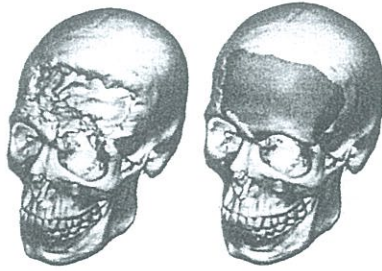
Reconstrucción del defecto mediante tomografía.
